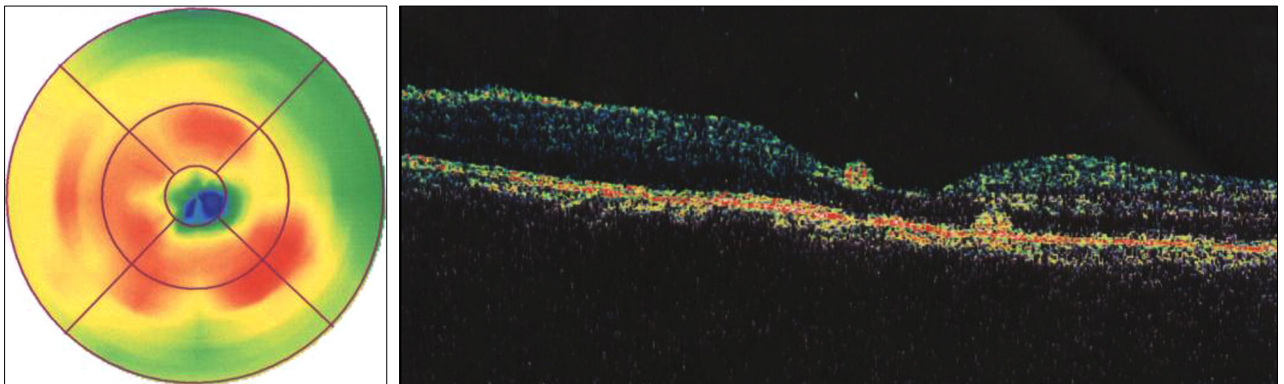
Ocular coherence tomography (OCT) showed small tubercula granuloma like lesion located anywhere from pre-retina to sub-retina that was distinctive feature from other choroid tuberculoma.
